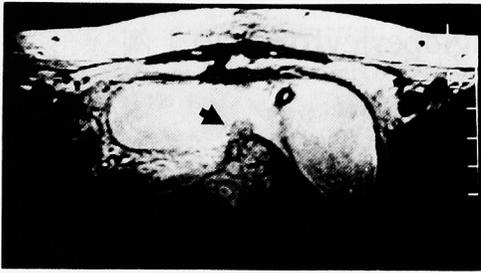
MRI demonstrated retrovesical multi-lobular mass (an arrow) of low signal intensity on T2 predominant image.
